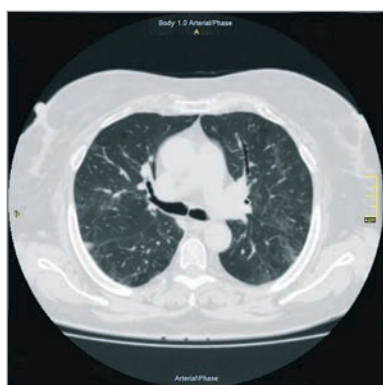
Аксіальний зріз КТ ОГК пацієнтки С. через рік спостереження
